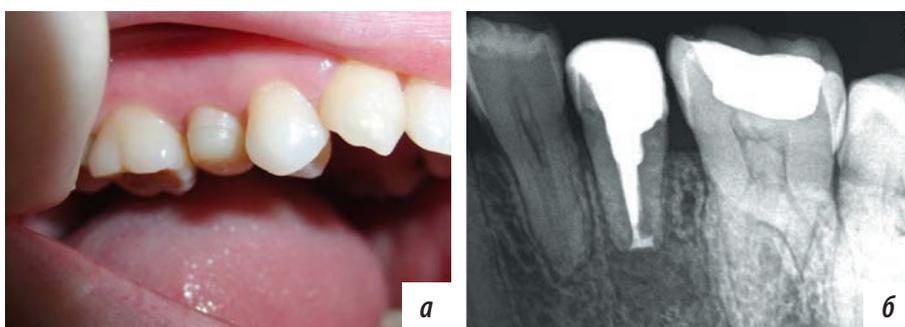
Пациентка Д., первый месяц наблюдения: а — общий вид реплантированного зуба 1.5; б — прицельная внутриротовая рентгенограмма зуба 1.5 после реплантации
